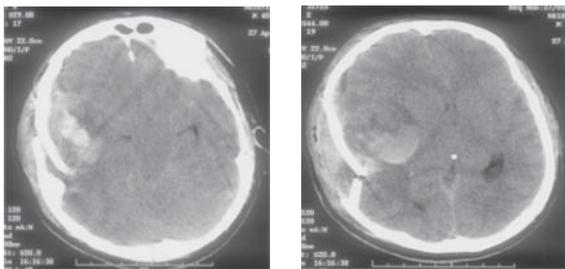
Компьютерная томограмма головного мозга при поступлении больного Н. Аксиальная проекция. Вдавленный перелом правых височной и теменной костей. Внутримозговая гематома в правых височной и теменной долях объемом 40 см³. Смещение срединных структур влево на 12 мм. Отсутствие визуализации параселлярных, охватывающей и четверохолмной цистерн. Дислокация ствола мозга влево
